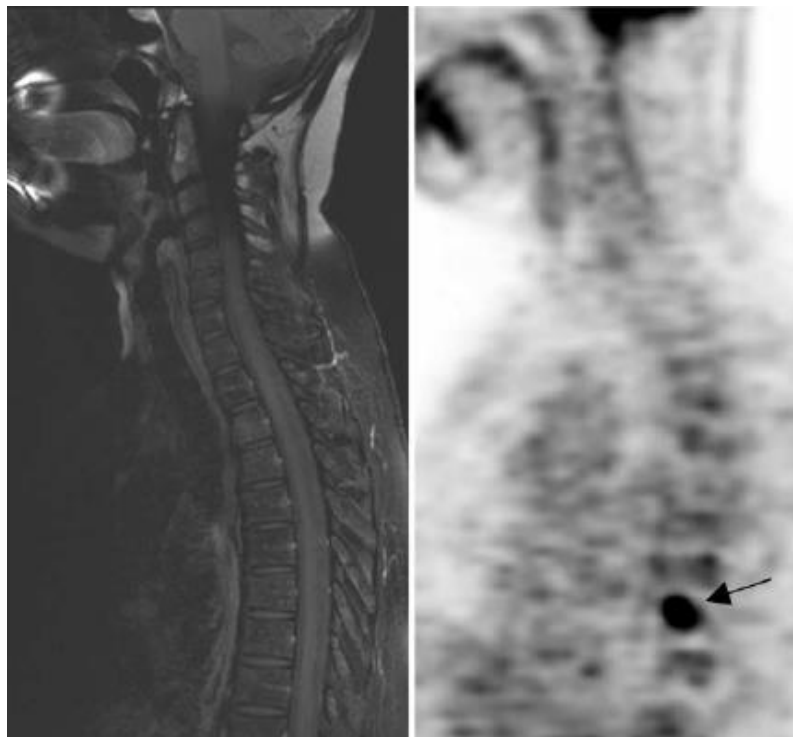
Captación de FDG vertebral correspondiente a metástasis probada histológicamente con imagen sagital negativa de RM. Fuente: Champion L, Brain E, Giraudet AL, et al. Breast cancer recurrence diagnosis suspected on tumor marker rising: value of whole-body 18FDG-PET/CT imaging and impact on patient management. *Cancer*. 2011;117(8):1621-1629
